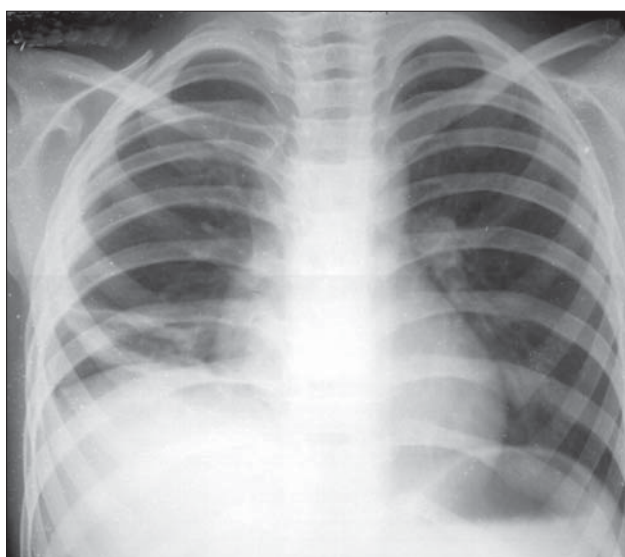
Radiografie toracică PA. Atelectazie lamelară.
